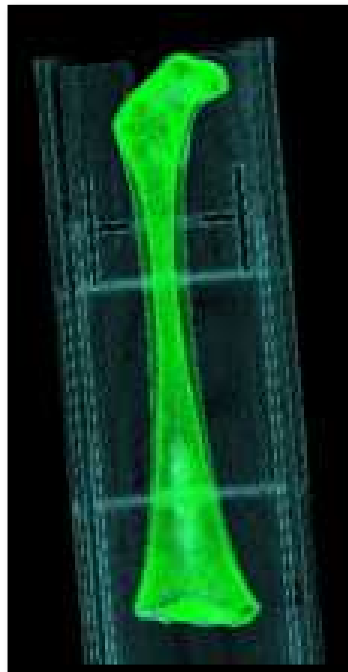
Caso 89. SPECT con reconstrucción en VR (Volumen Rendering) con procesado de algoritmo con diferencia de cortical.
